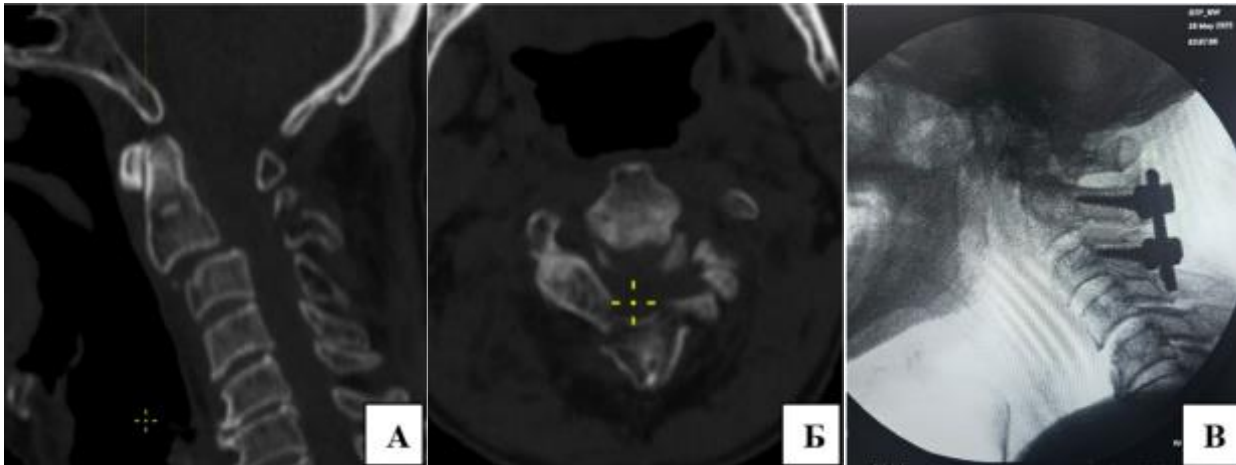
А, Б - МСКТ, сагиттальный и аксиальный срез. Пациент М., 72 года. Визуализируется нестабильный перелом дуги и нижнего суставного отростка позвонка C2 слева с передним смещением его тела. Соответствует типичному перелому типа Hangman (II тип по классификации Effendi/Levine). В - Рентгенограмма в боковой проекции после оперативного лечения. Выполнена задняя моносегментарная фиксация C2–C3 позвонков с установкой полисегментарных винтов и соединительных стержней. Обеспечена жёсткая фиксация повреждённого сегмента.
